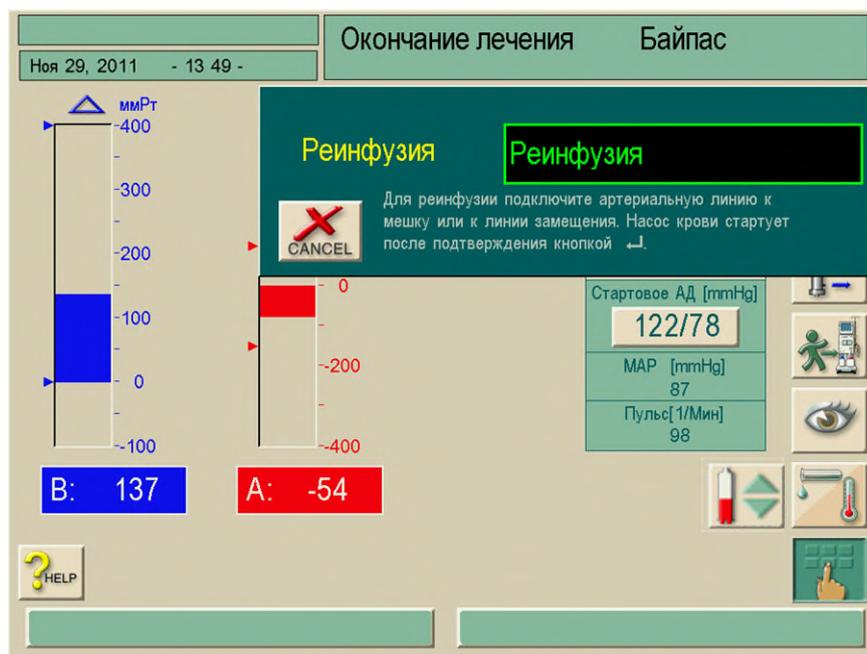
Экран «Подтверждение реинфузии»
